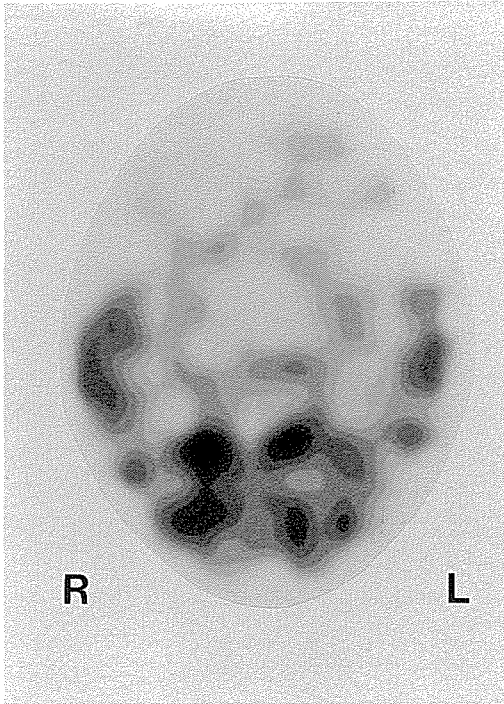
症例S.T.の ^{123}I -IMP SPECT
